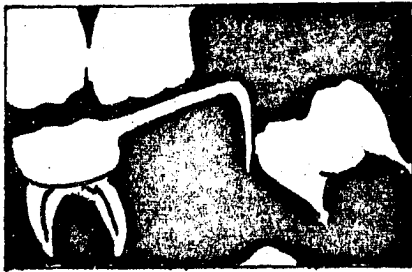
15 Radiografía coronal para verificar la posición del escalón distal.
